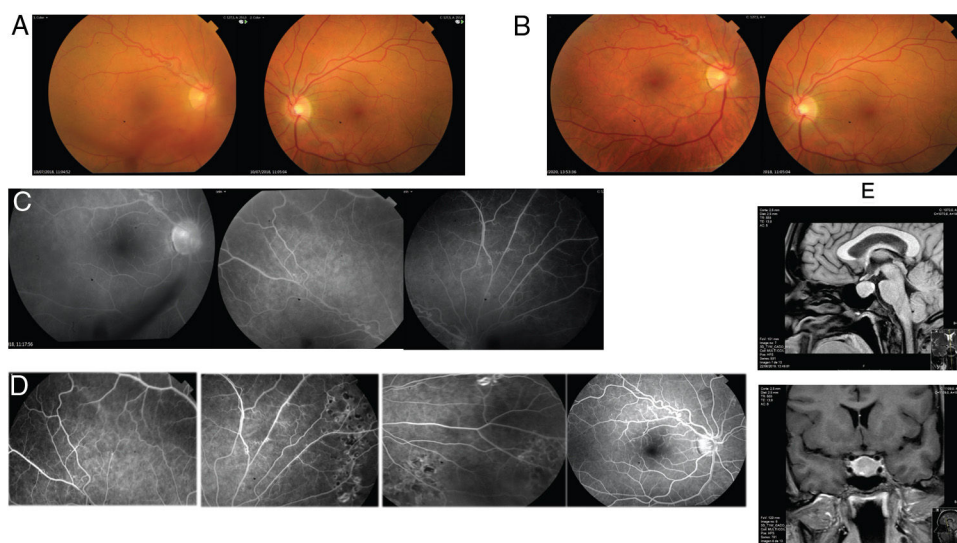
Retinografías, angiografía fluoresceínica y resonancia hipofisaria. A) Retinografía inicial donde se objetiva el hemovítreo. B) Retinografía de control. C) Angiografía fluoresceína inicial: arcada retinina temporal superior ojo derecho con alteración vascular (estrechamiento calibre venoso y asas vasculares prominentes) en la periferia. Sin neovasos ni áreas de isquemia vascular. D) Angiografía fluoresceína de control, se muestran cicatrices de láser y ausencia de neovasos. E) RMN hipofisaria: adenoma hipofisario de 14 x 20 x 14 mm que desplaza tallo hipofisario hacia la derecha, comprime la glándula hipofisaria, abomba el diafragma selar y se extiende al seno cavernoso izquierdo (grado 2 Knosp-Micko). Sin compromiso del quiasma óptico.
